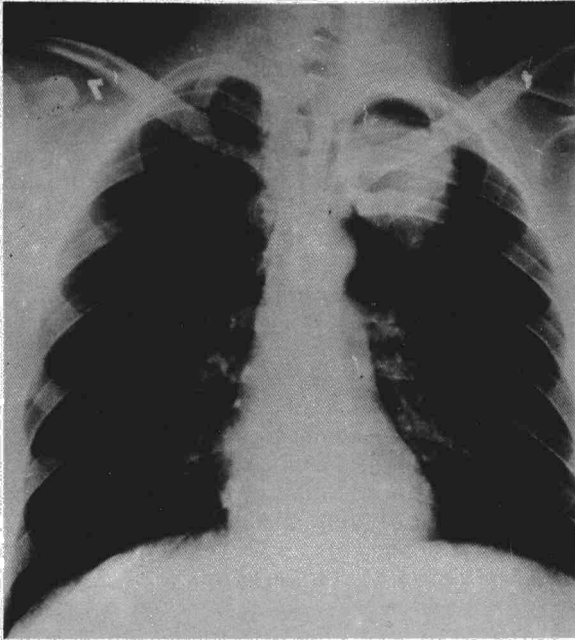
Radiografía PA de tórax en la que se observa un NPS en LSI.
